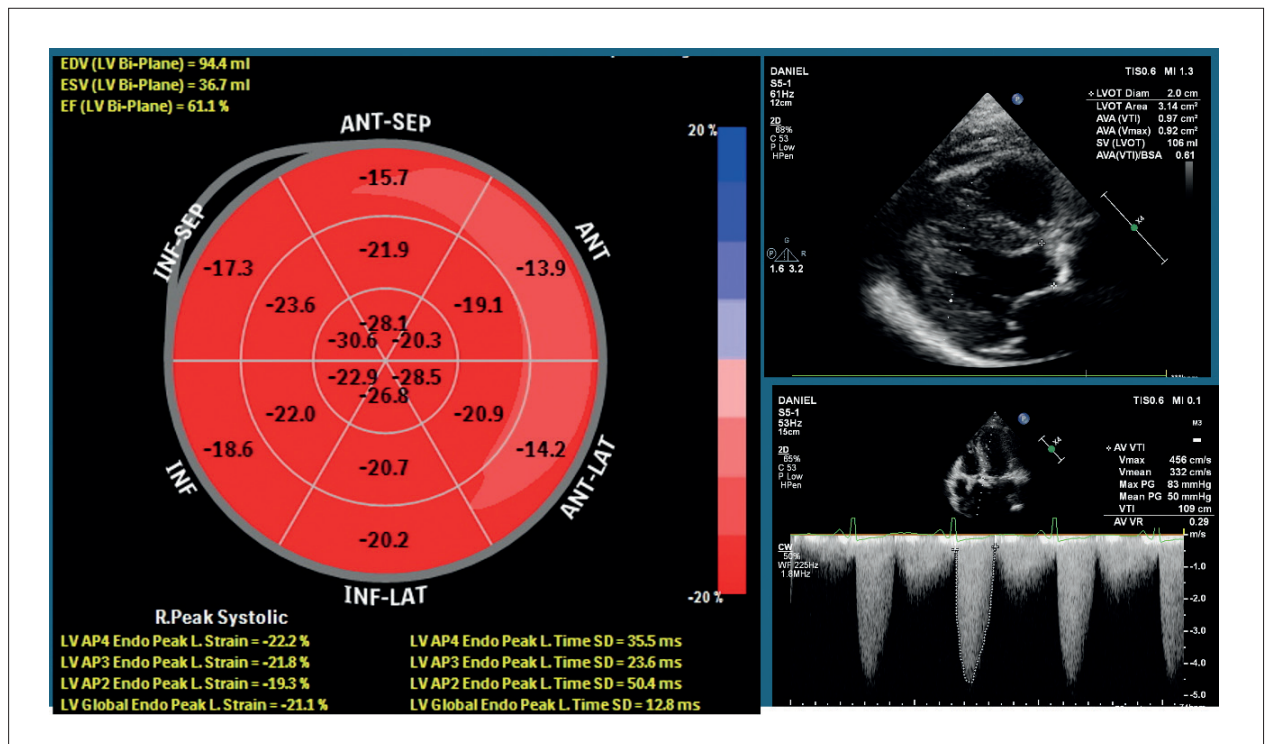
Ecocardiograma transtorácico bidimensional com Doppler em cores demonstrando estenose aórtica severa. No alto à direita: corte paraesternal longitudinal mostrando ventrículo esquerdo hipertrofiado e valva aórtica bem calcificada; à direita abaixo: velocidade transvalvar > 4,5 m/s e gradiente médio = 50 mmHg; à esquerda: mapa do strain longitudinal global normal = 21,1%.
